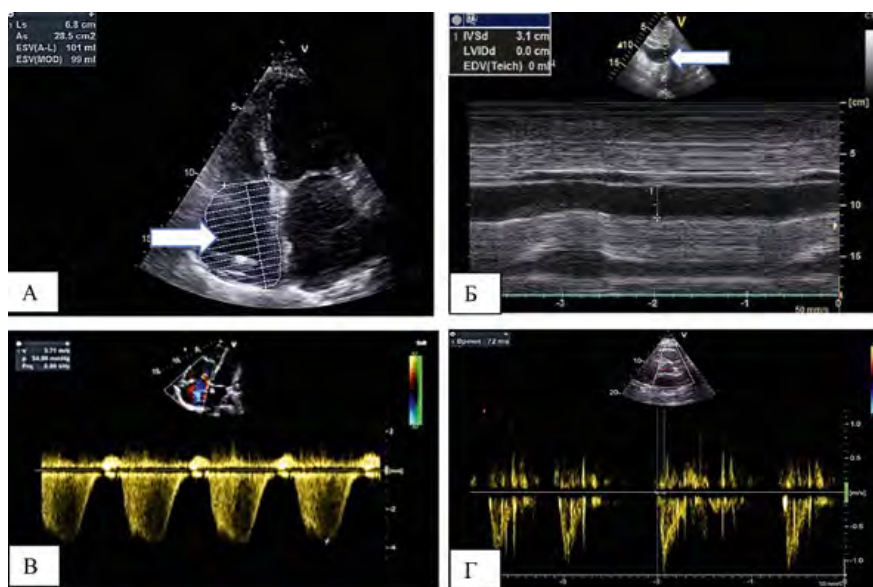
Эхокардиография пациента с новой коронавирусной инфекцией. А – дилатация правого предсердия; Б – дилатация нижней полой вены (диаметр более 30 мм) и отсутствие коллабироваия на вдохе; В – градиент регургитации на трикуспидальном клапане 54 мм.рт.ст.; Г – время ускорения (АТ) на выносящем тракте правого желудочка 72 мс (норма до 150 мс).
